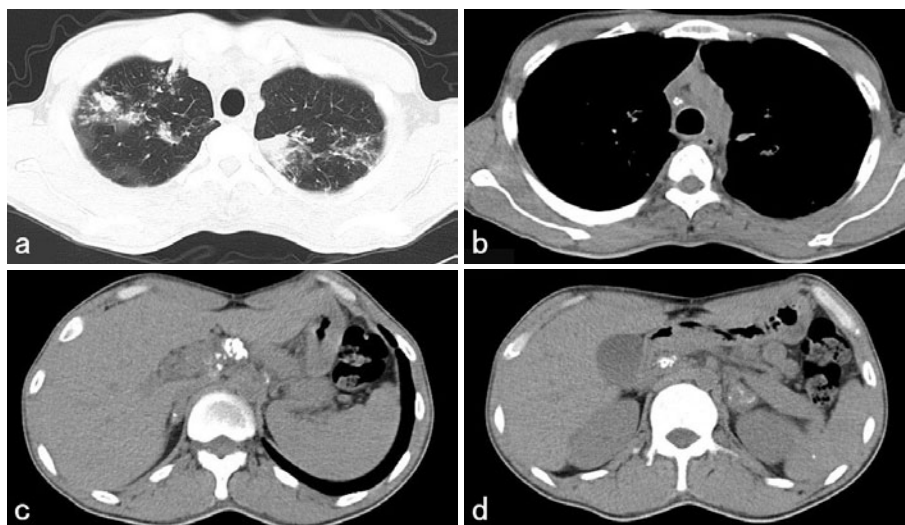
A chest CT scan shows centrilobular nodules and infiltration surrounded by ground-glass opacity in the bilateral upper lobes (a). A calcification was observed in the enlarged lymph nodes of the mediastinum (b) and periaortic lesion (c), in the head of the pancreas (c), and in the bilateral adrenal glands (c, d) on the chest and abdominal CT scan.
